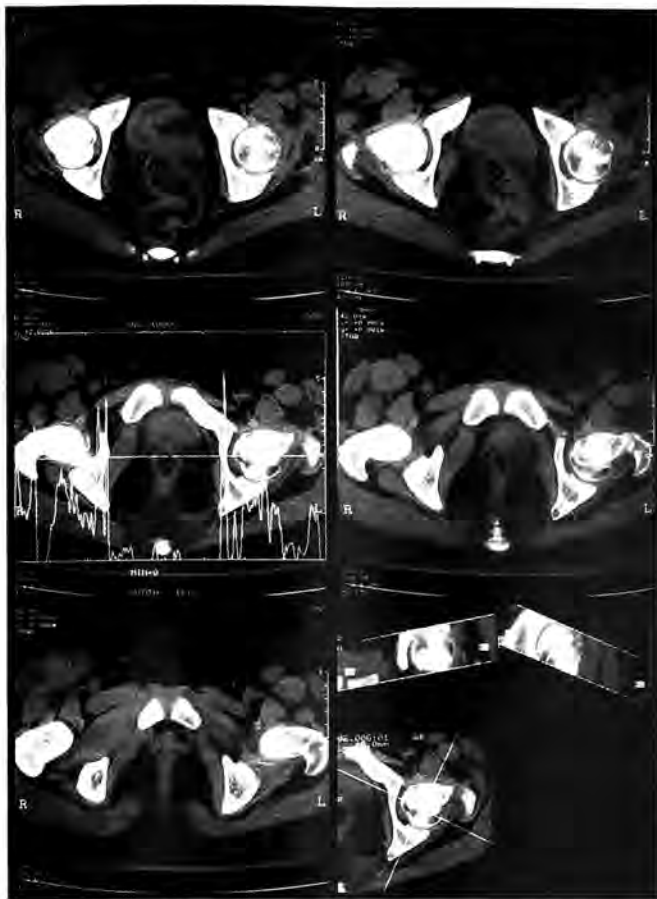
Компьютерные томограммы той же больной через 4 мес после окончания электростимуляции остеогенеза.
